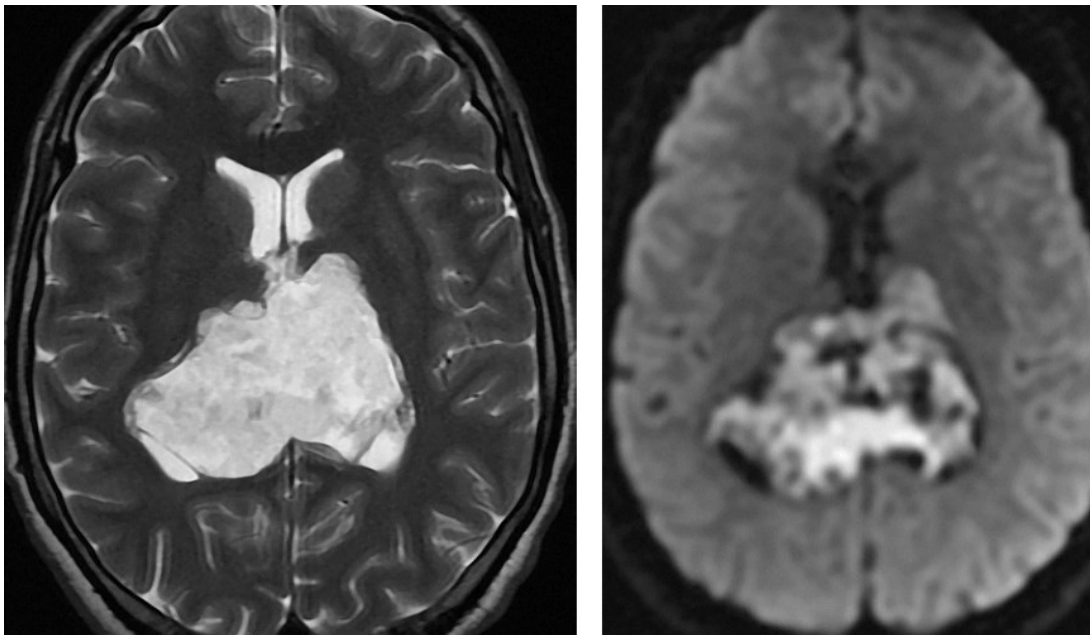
表皮样囊肿在 T2 加权相上与脑脊液呈等信号。弥散加权成像有助于鉴别蛛网膜囊肿，由于弥散受限和 T2 相上的透过性，表皮样囊肿在 DWI 上表现为高信号。
